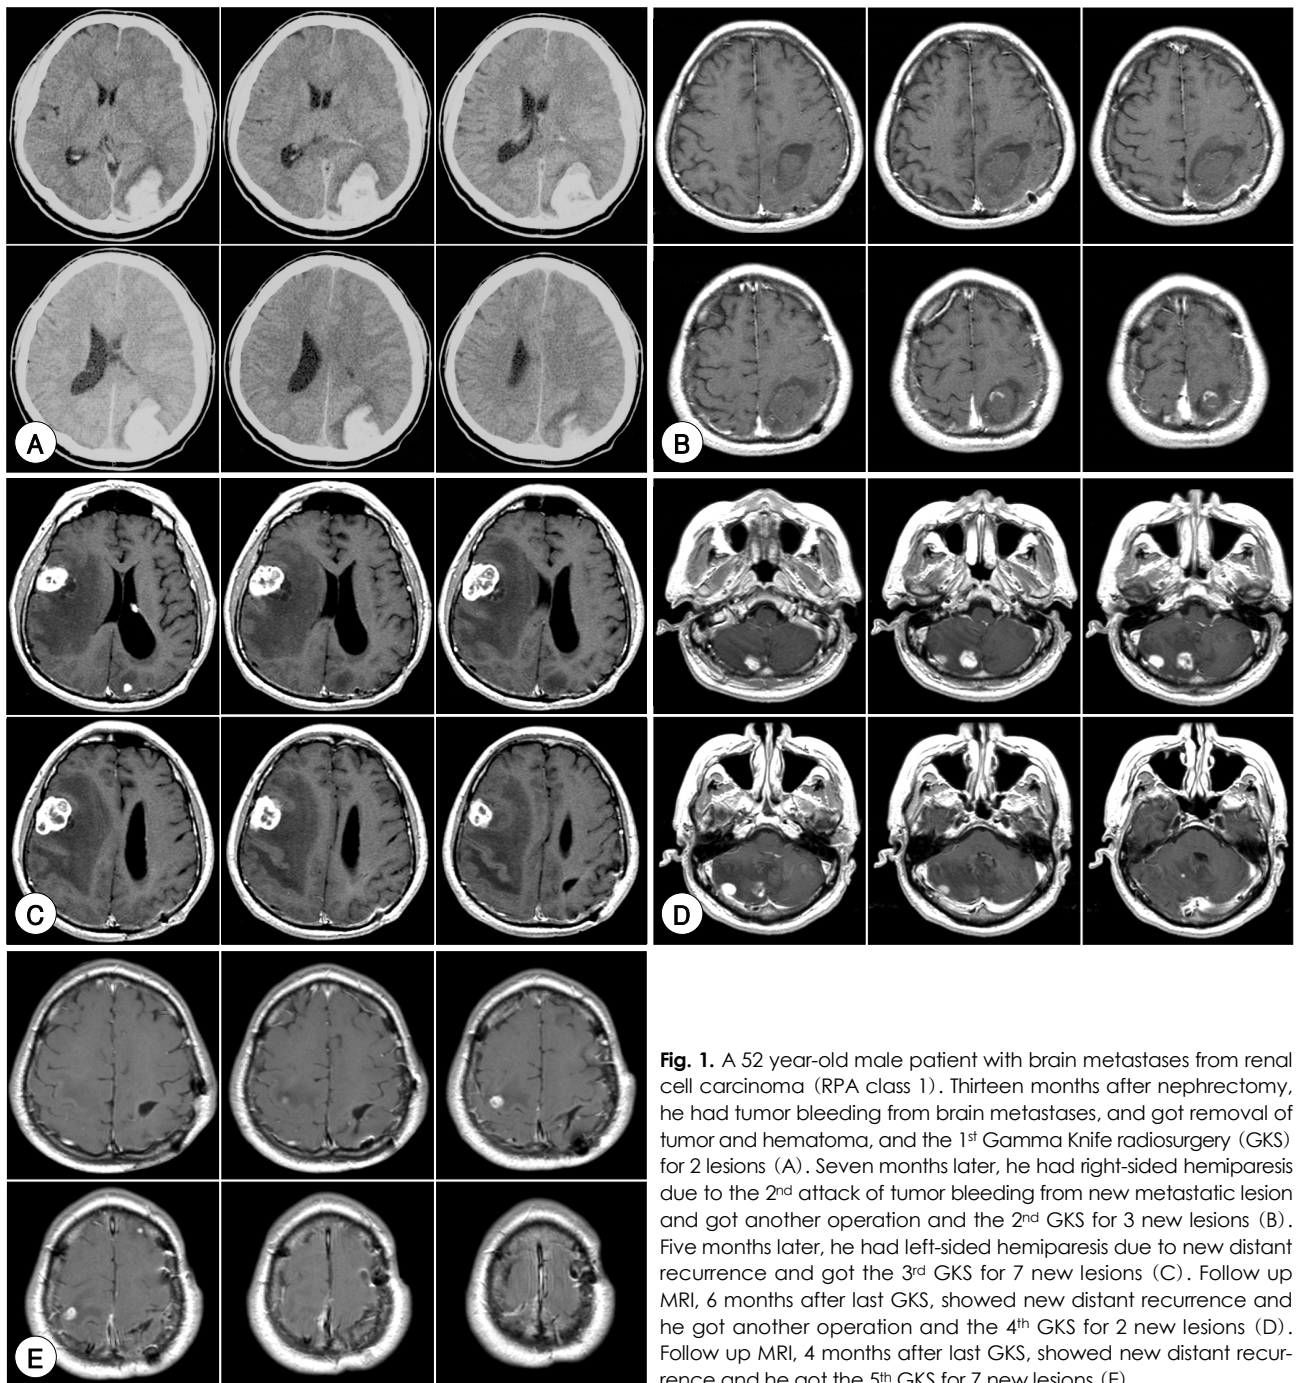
A 52 year-old male patient with brain metastases from renal cell carcinoma (RPA class 1). Thirteen months after nephrectomy, he had tumor bleeding from brain metastases, and got removal of tumor and hematoma, and the 1st Gamma Knife radiosurgery (GKS) for 2 lesions (A). Seven months later, he had right-sided hemiparesis due to the 2nd attack of tumor bleeding from new metastatic lesion and got another operation and the 2nd GKS for 3 new lesions (B). Five months later, he had left-sided hemiparesis due to new distant recurrence and got the 3rd GKS for 7 new lesions (C). Follow up MRI, 6 months after last GKS, showed new distant recurrence and he got another operation and the 4th GKS for 2 new lesions (D). Follow up MRI, 4 months after last GKS, showed new distant recurrence and he got the 5th GKS for 7 new lesions (E).
